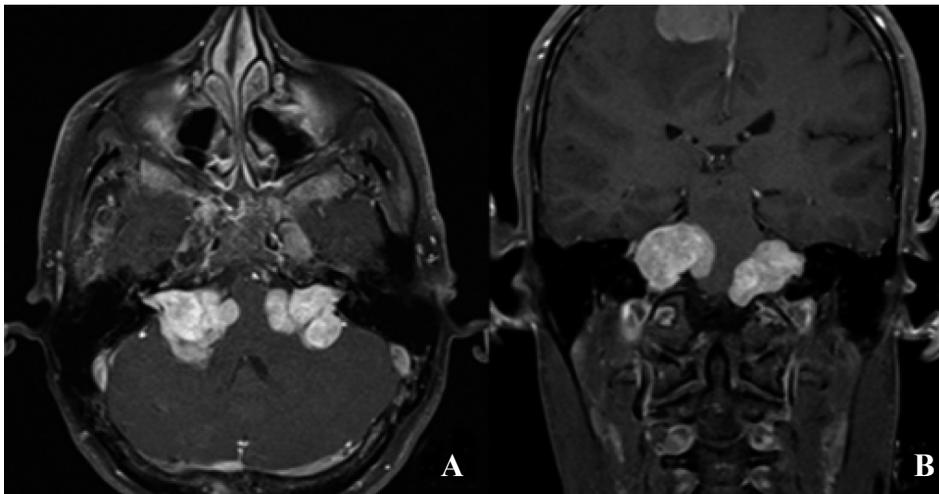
Resonancia nuclear magnética de cerebro que muestra schwannoma vestibular bilateral.
